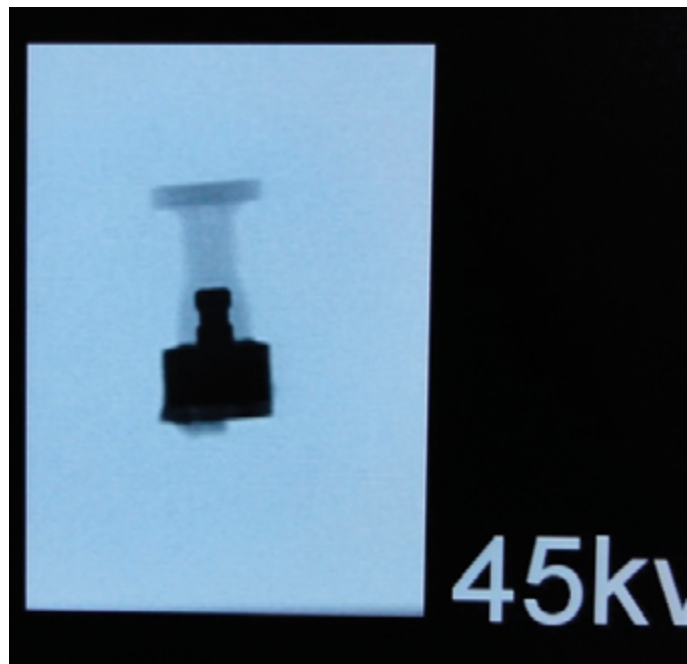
Рентгенологическая картина пули. Обзорная рентгено-грамма извлеченного из орбиты инородного тела, выполненная на «мягких» режимах (45 kV). Четко видны части инородного тела, выполненные из различных материалов
